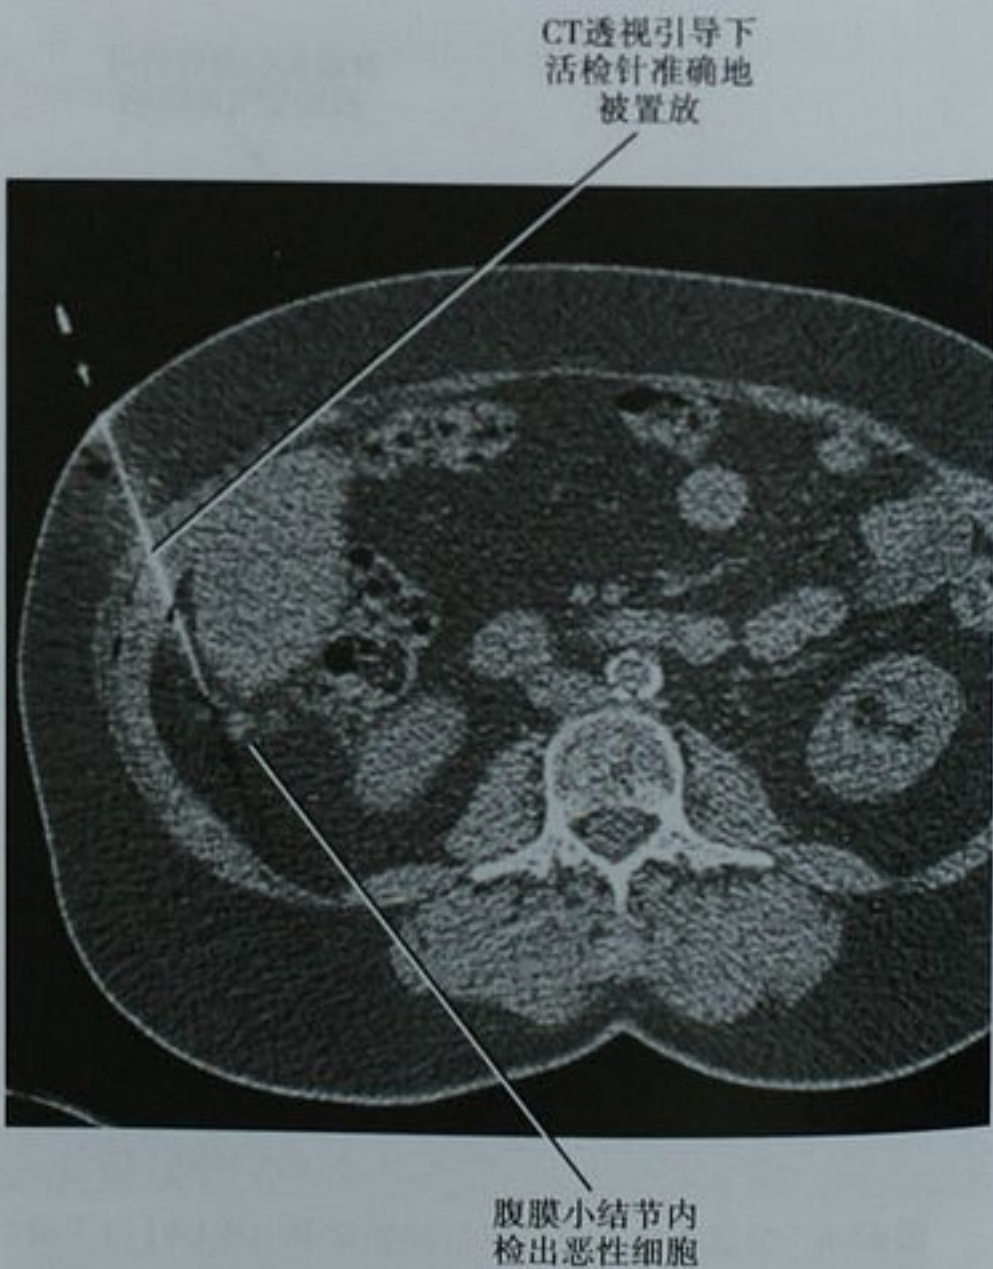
CT 透视引导下成功的对微小腹膜转移灶进行了活检
